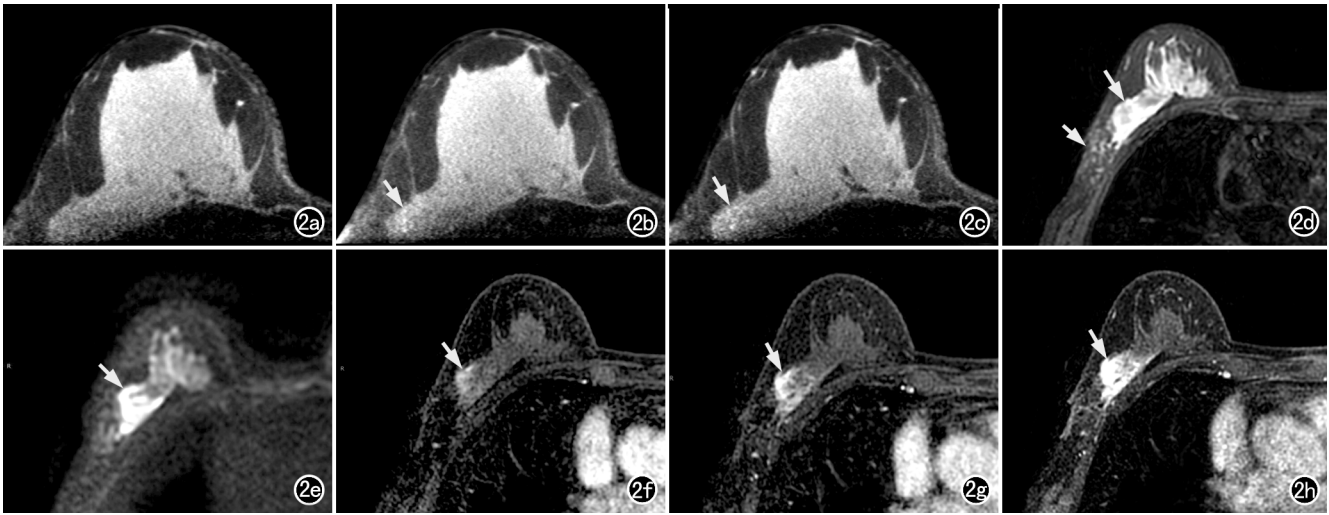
患者,女,70 岁,右乳浸润性乳腺癌。a)CBBCT 平扫,右乳外上象限未见病灶显示;b)注射对比剂后 60s CBBCT 增强图像,右乳外上象限近胸壁处可见小斑片状轻度强化影(箭);c)注射对比剂后 120s CBBCT 增强图像,示病灶呈轻度强化(箭),强化程度较前轻度增加;d) T_2 WI 示右乳外上象限有大片不均匀稍高信号(长箭),周围皮下筋膜水肿(短箭);e)DWI 示病灶呈不均匀高信号(箭);f)DCE-MRI 第 1 期图像,显示病灶呈斑片状轻度强化(箭);g)DCE-MRI 第 2 期图像,示病灶强化范围及程度增加(箭);h)DCE-MRI 第 5 期图像,示病灶呈持续性不均匀明显强化(箭)。
